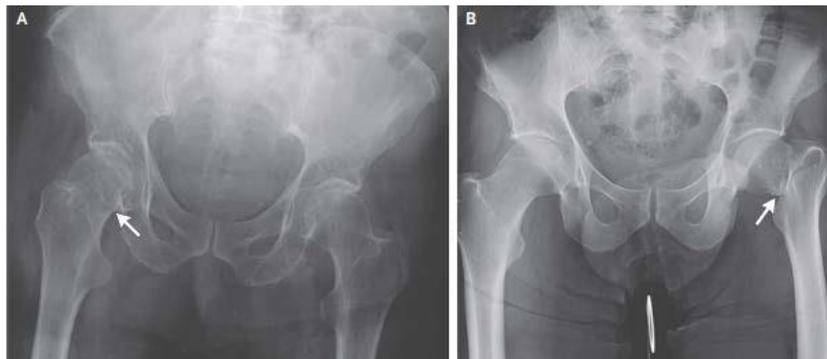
Radiografía de fractura de fémur (Bhandari, 2017).
